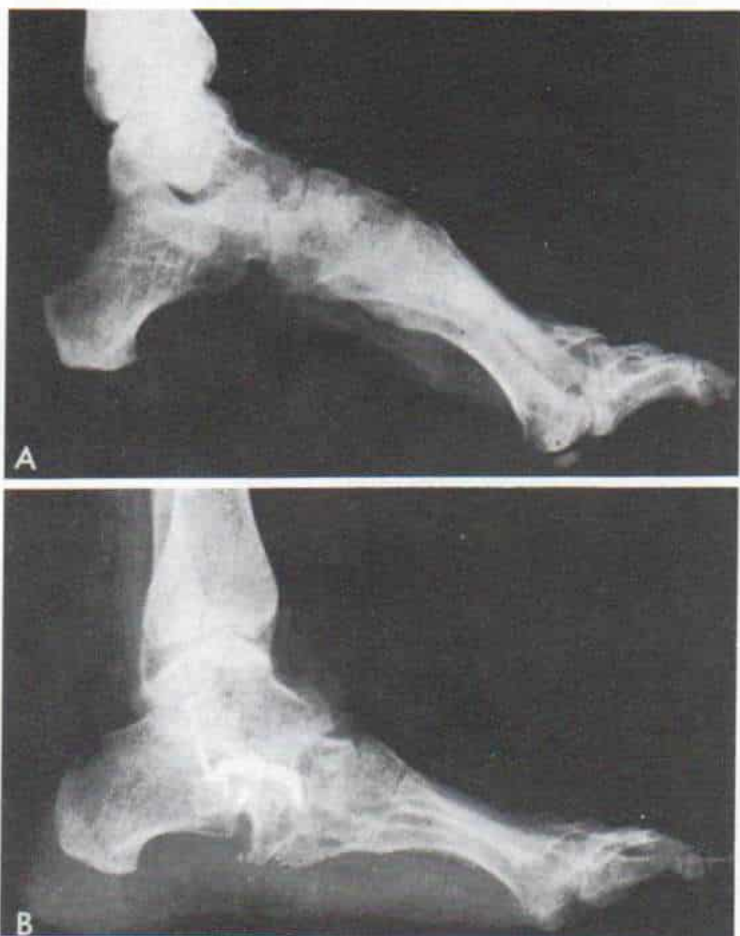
Radiografías del pie izquierdo en que se observa la corrección lograda por la artrodesis triple "en pico" del astrágalo, en un pie cavo postpoliomielítico.
